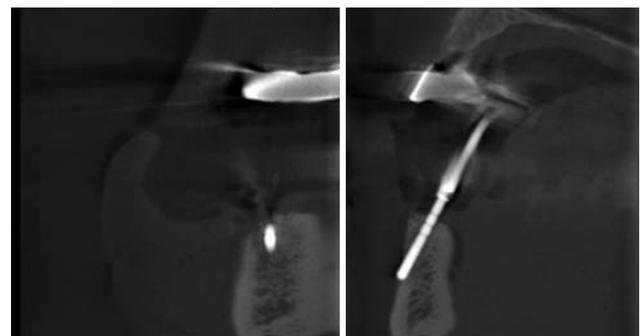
Vestibuläre Perforation bei einer Röntgenmessaufnahme.
